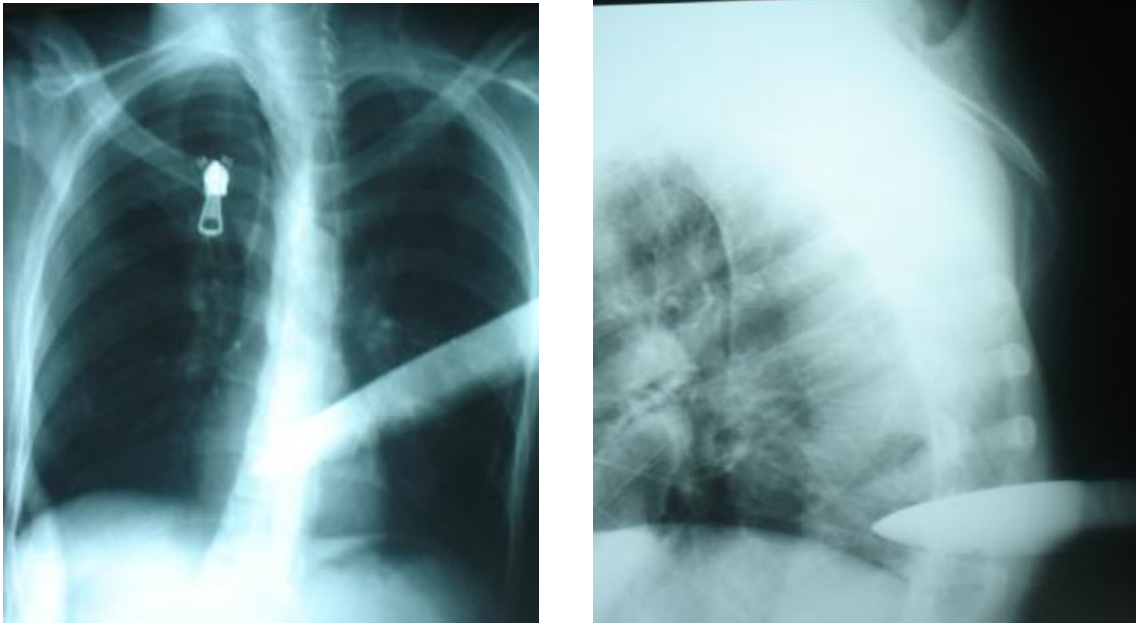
Radiographie du thorax (face et profil) montrant l'arme blanche enfoncée au niveau du rachis dorsal en regard de T8, sans épanchement hydro-aérique associé.
